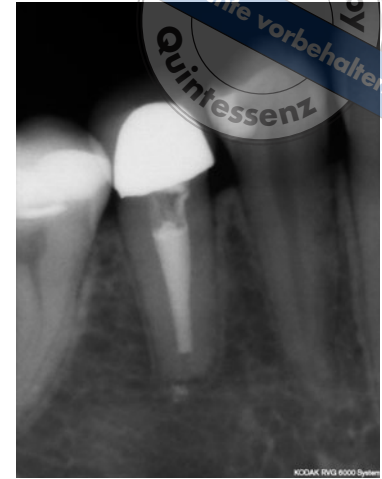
Die Röntgenkontrollaufnahme drei Jahre nach der orthograden endodontischen Revision zeigt eine vollständige Reossifikation der Läsion.
